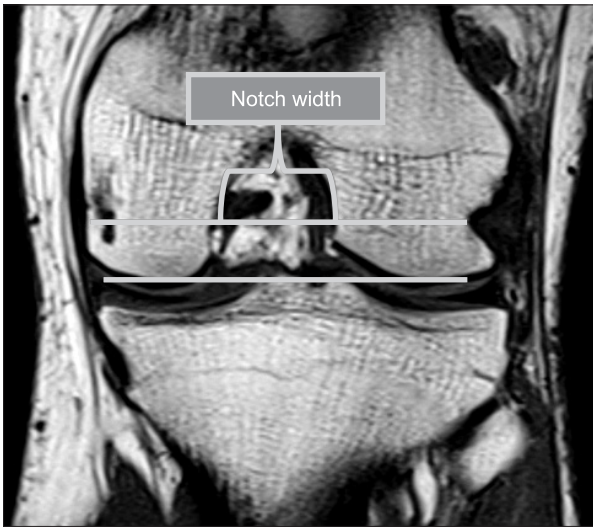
T1-weighted coronal image. A line is shown along the most inferior part of the femoral condyles and a line parallel to this line at an intermediate image among those obtained where the popliteal grooves can be seen, where the notch width was measured.
